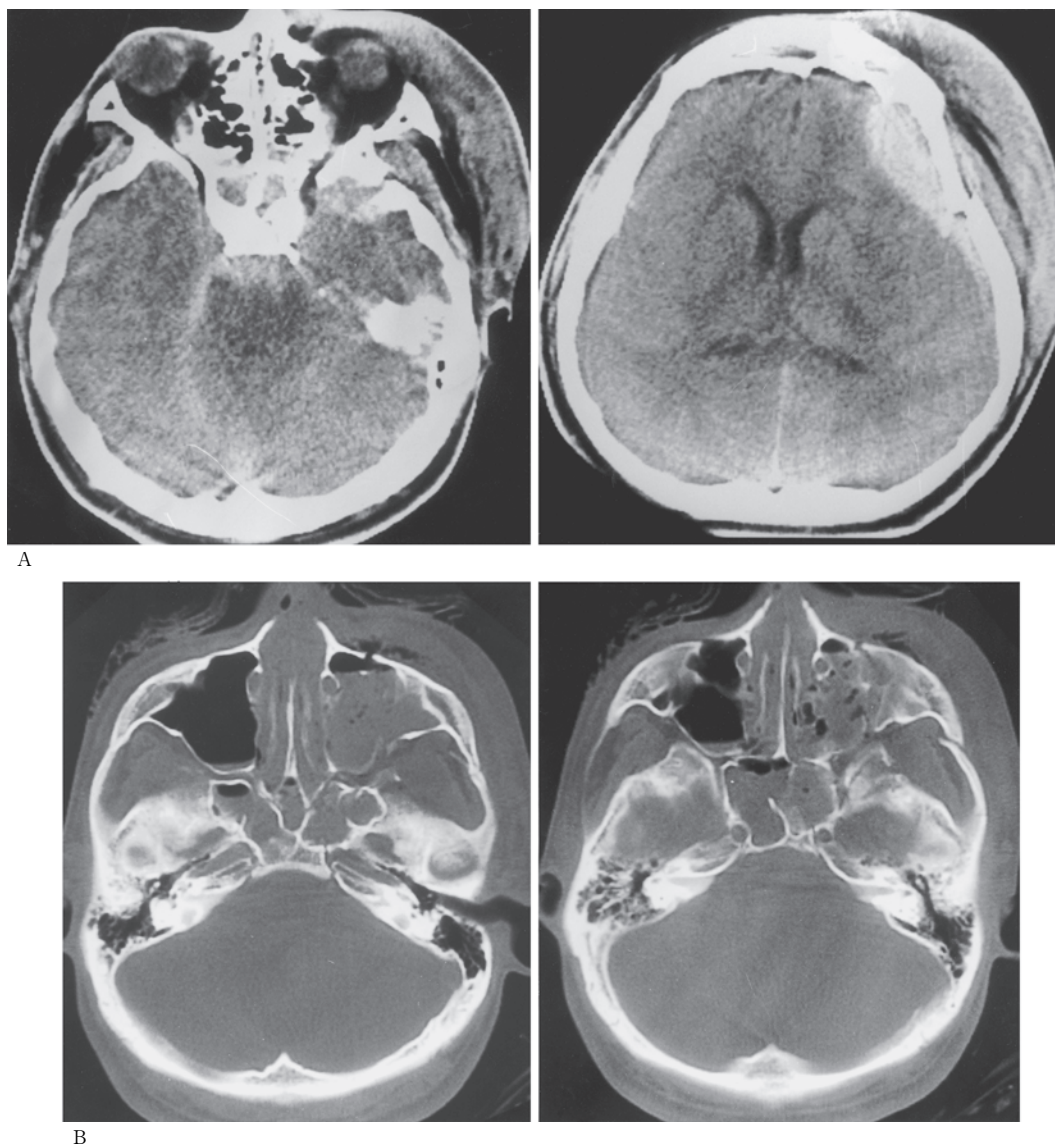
A : CT scans on admission showed left craniofacial subcutaneous hematoma, and left frontal epidural hematoma and traumatic subarachnoid hemorrhage in the basal cistern.
